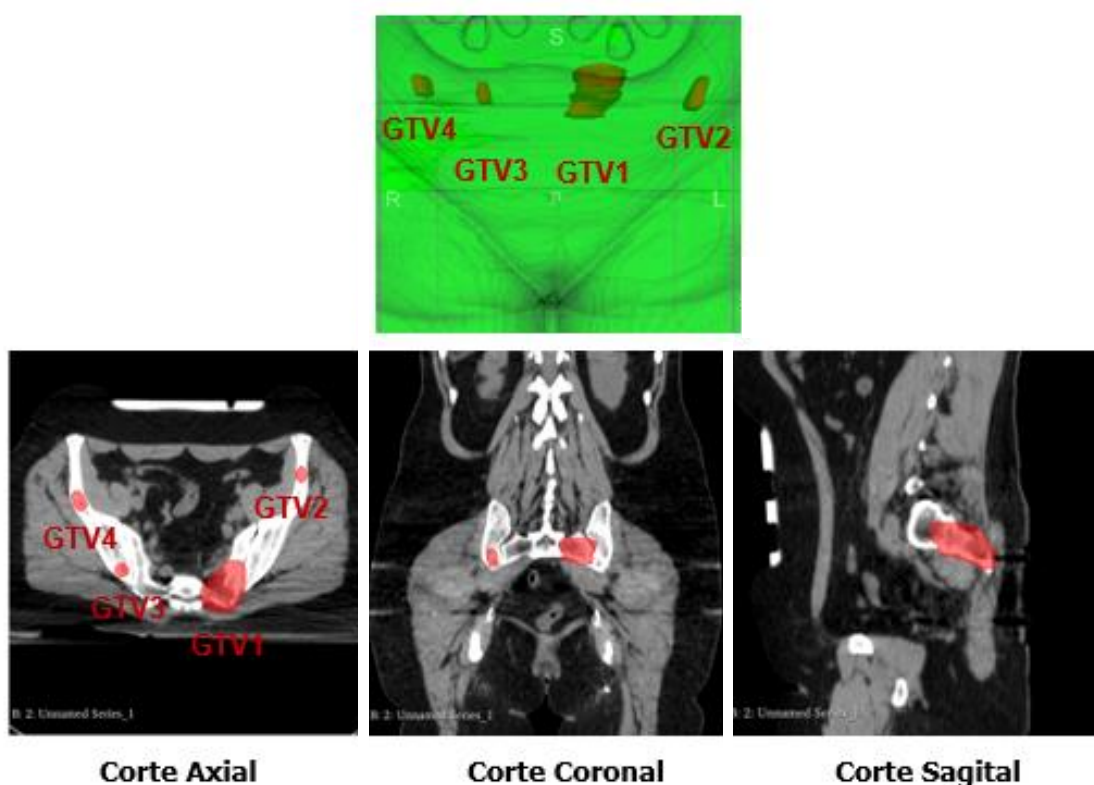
Imagen TAC y sus respectivos cortes axial, coronal y sagital de un paciente de mama con cuatro metástasis óseas a la altura de la cadera representadas por el volumen de GTV correspondiente. Imágenes extraídas por el programa Slicer 3D.
